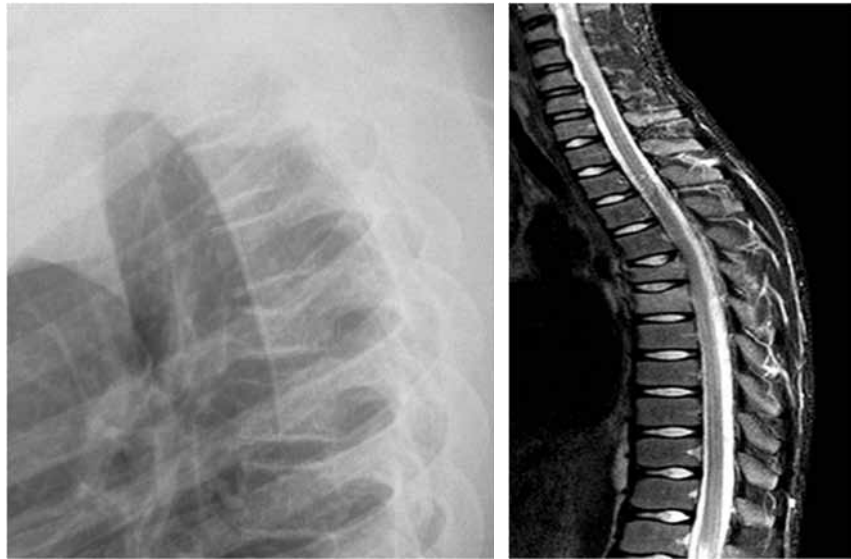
Aspect de « tassement » T5-T6. Radiographie (a). IRM, coupe sagittale, séquence STIR (b). Noter le respect du disque intervertébral.
